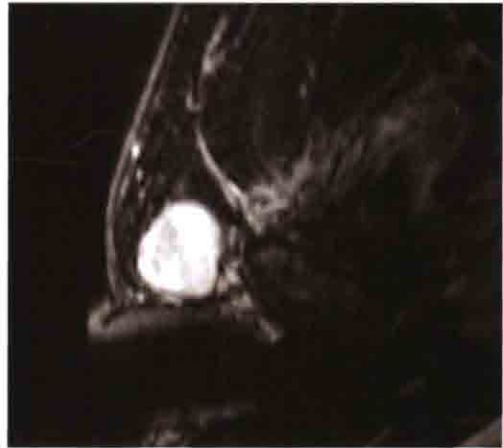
颞下颌关节区MRI T2加权像 (1.5T, 梯度回波序列, TR 259ms, TE 9ms) 水平图像显示肿块为实性高信号病变 (直径15mm), 位于右髁突侧方, 与关节囊界限不清
